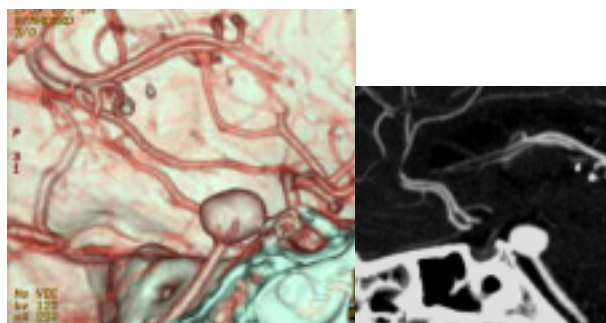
Angio-TC: reconstruções bi e tri-dimensionais de aneurisma sacular do topo da artéria basilar
